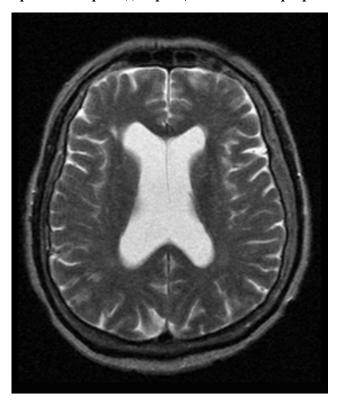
Результаты магнитно-резонансной томографии головного мозга до выполнения транскатетерной денервации почечных артерий
